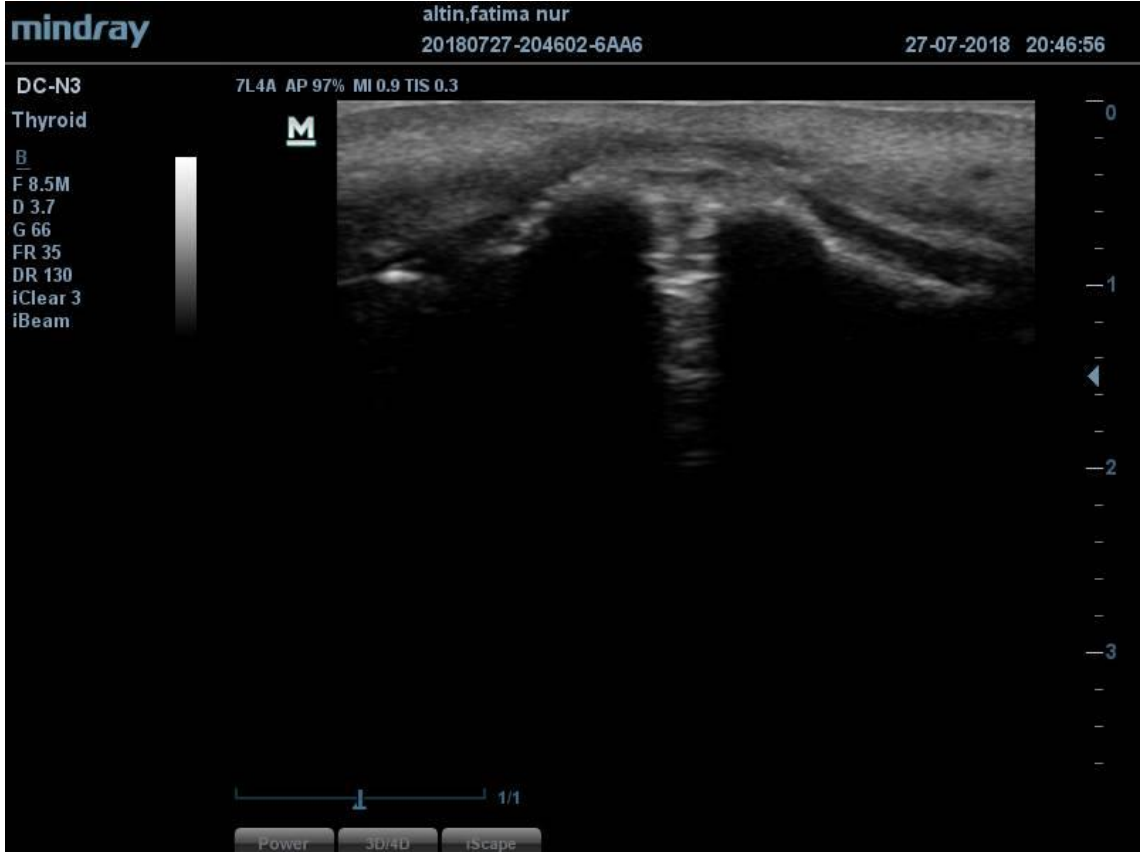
Ultrasonografi cihazı (Mindray DC N3)
